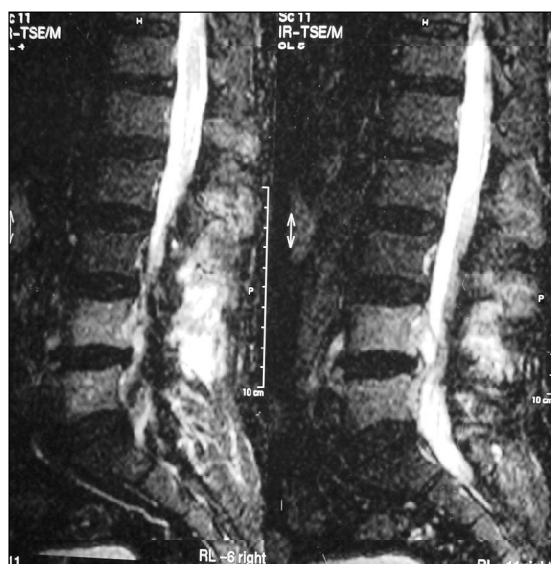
RM sagital STIR.
